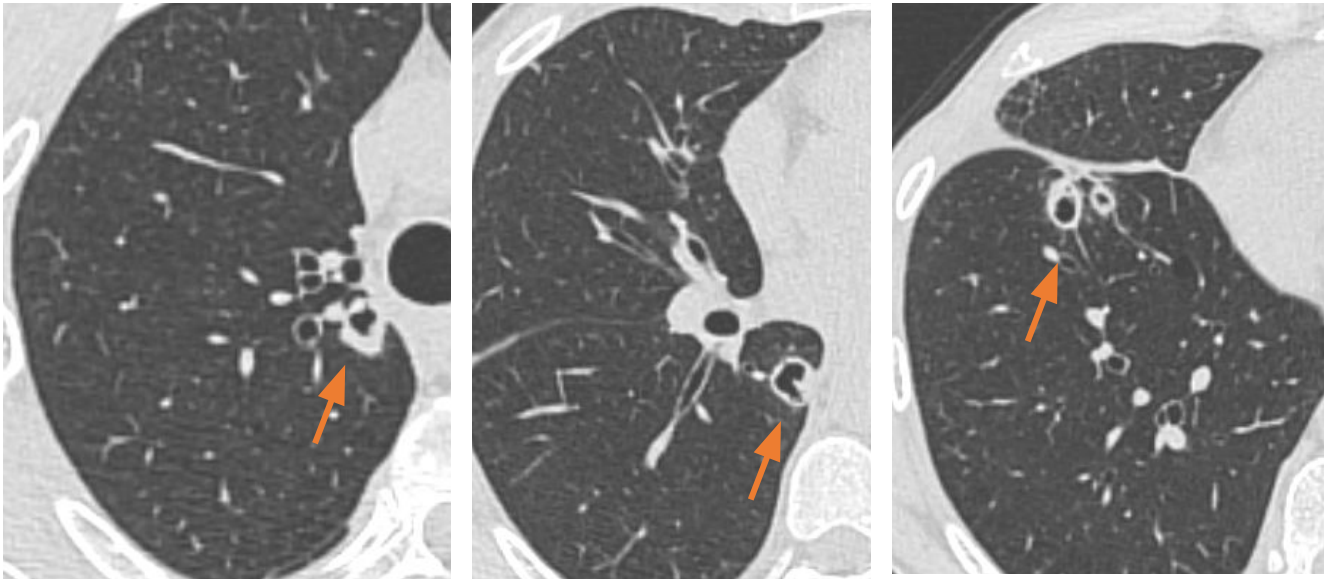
TC en corte axial en ventana pulmonar. Mujer de 62 años con antecedentes de artritis reumatoide. Múltiples nódulos cavitados de claro predominio subpleural (flecha), que ha ido aumentando de tamaño en controles. Se realizó biopsia de la lesión con AP de reacción nodular granulomatosa compatible con nódulo reumatoideo.
